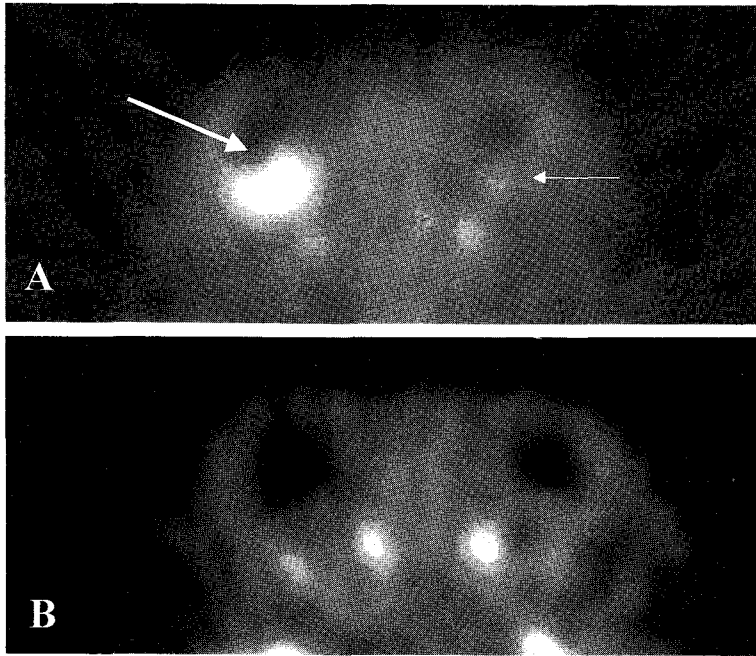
High F-18-FDG uptake was seen in both eyeballs of 2 year-old trilateral retinoblastoma patient (patient 6) on F-18-FDG PET scan performed before radiation therapy or chemotherapy (A). No uptake was observed 4 months after radiation therapy (1 month after 6 cycles of chemotherapy) (B).
